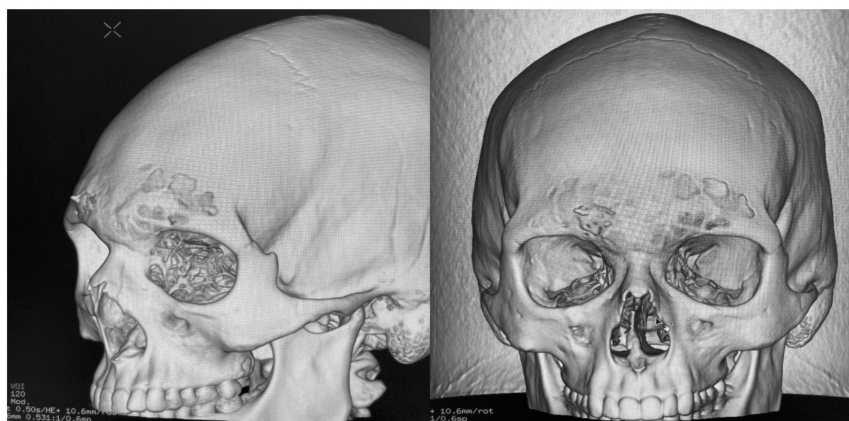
КТ-картина ребенка с переломом передней стенки лобной пазухи: после операции.
